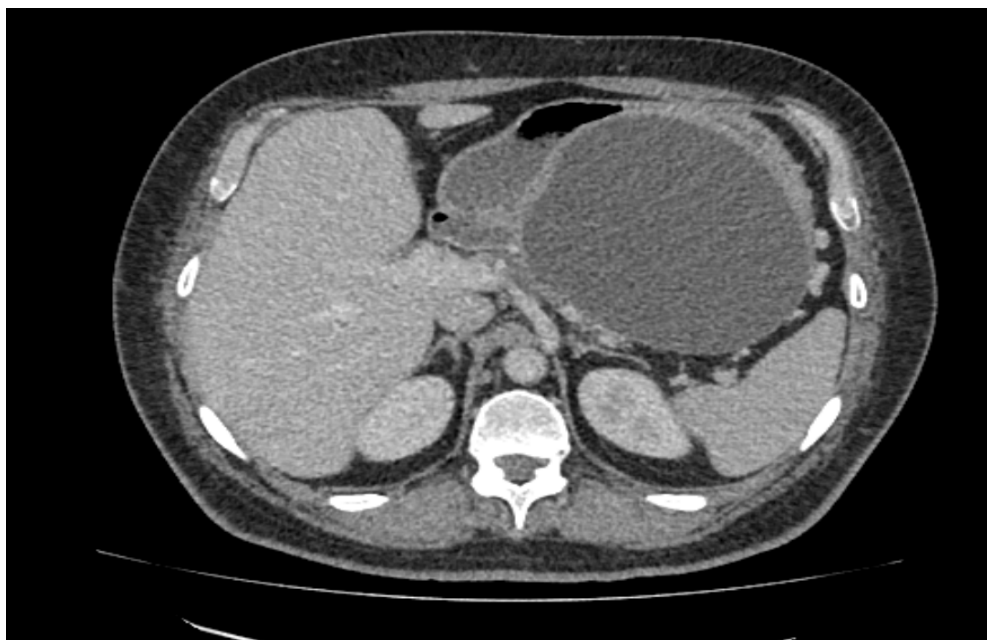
МСКТ органов брюшной полости с в/в контрастированием.
